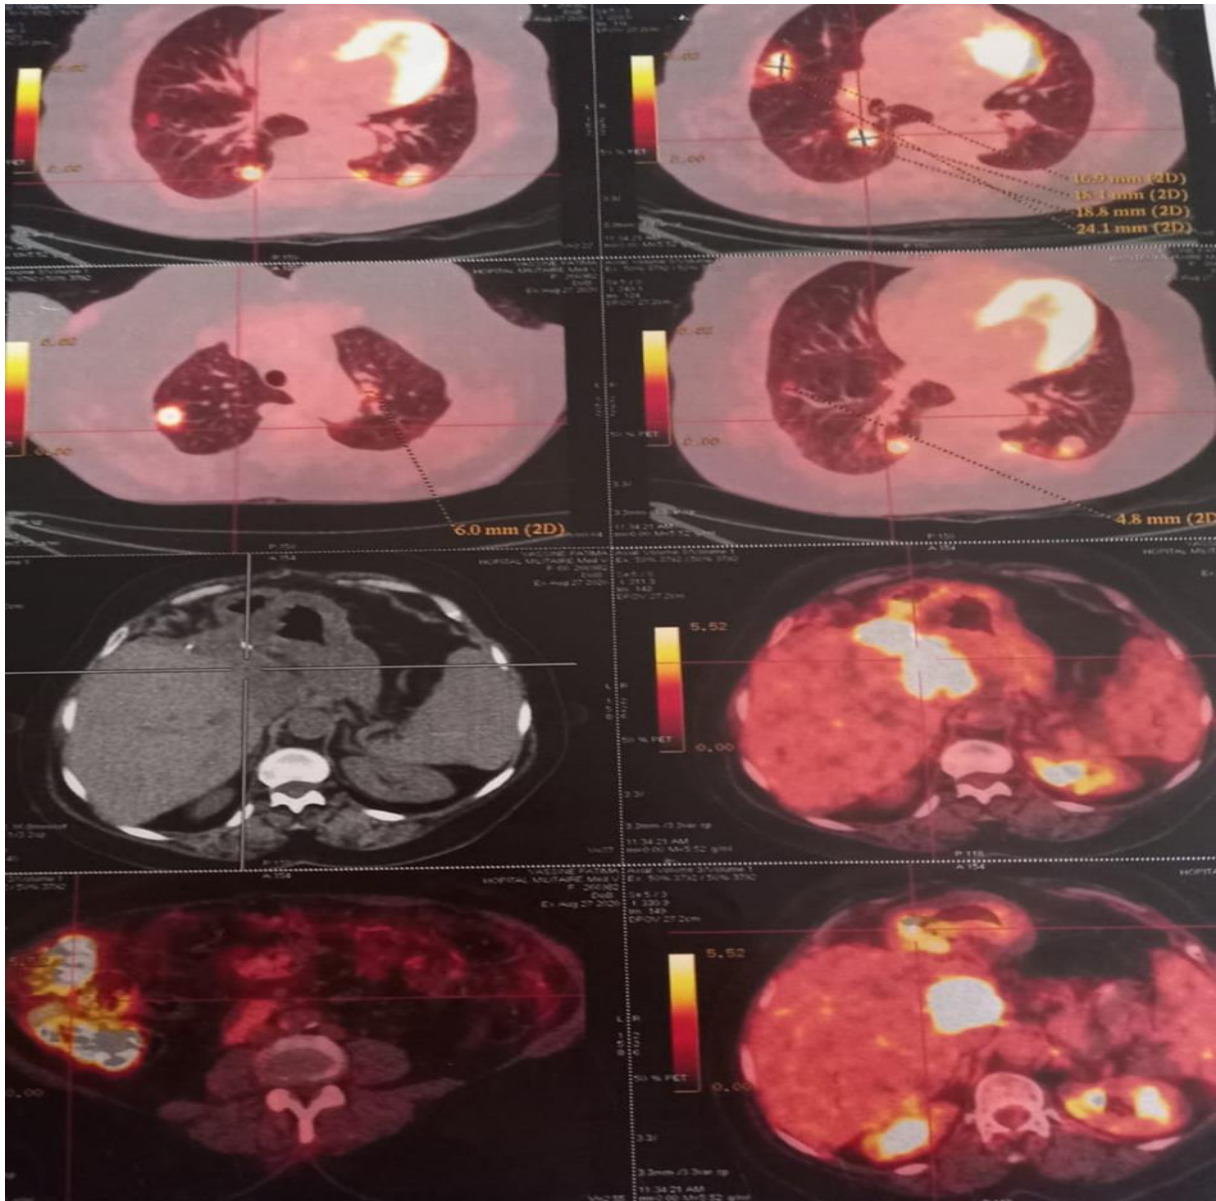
Images de Tomographie par émissions de positons : PET au 18-FDG à l'étage thoraco-abdomino-pelvien en coupe axiale ; montrant de multiples foyers parenchymateux pulmonaires hyper-métaboliques pathologiques de tailles allant de 5mm à 24mm et de fixations inégales intéressant les 2 champs pulmonaires et un hyper-métabolisme pathologique hépatique intense de SUVmax=17.7 se projetant sur les clips chirurgicaux ; étendu en plage en inter-hépto-gastrique 84mmx44mm d'axes transversaux) ; au niveau du hile hépatique et atteignant la paroi duodénale postérieure D1-D2 ; très suspect (à comparer au bruit de fond hépatique de SUVmax=3.7 et un hyper-métabolisme colique droit diffus de SUVmax=12.9.
